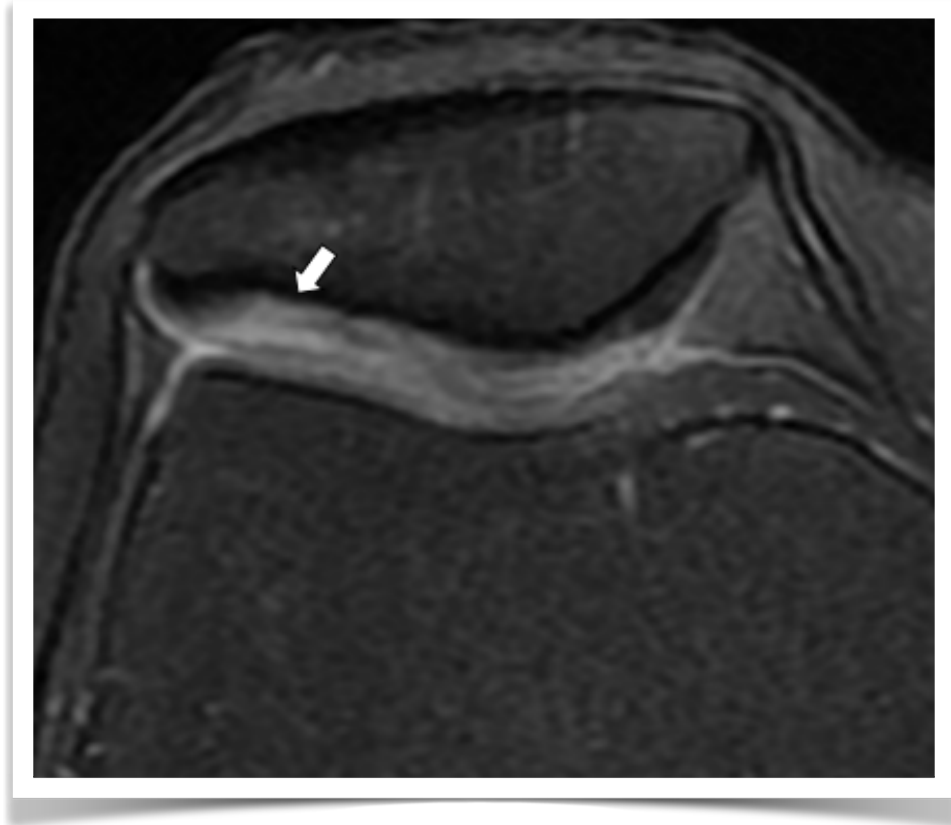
Delaminación condral patelar en RM. Secuencia axial DP con supresión grasa. Fina línea de alta señal profunda, de dirección horizontal, en el espesor del cartílago sin comunicación con la superficie articular (flecha).
